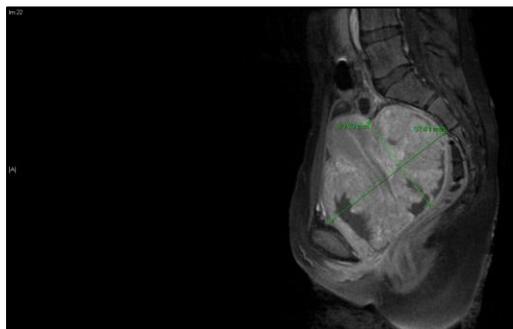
MRT des Beckens. Es lässt sich die deutlich aufgetriebene Vagina mit dem großen Tumor, welcher von der Portio ausgeht, darstellen.
